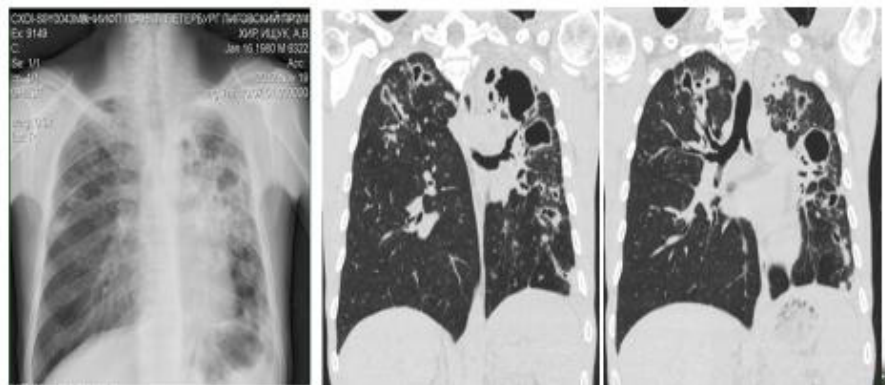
Обзорный снимок и компьютерная томография органов грудной клетки на этапе обследования в институте
